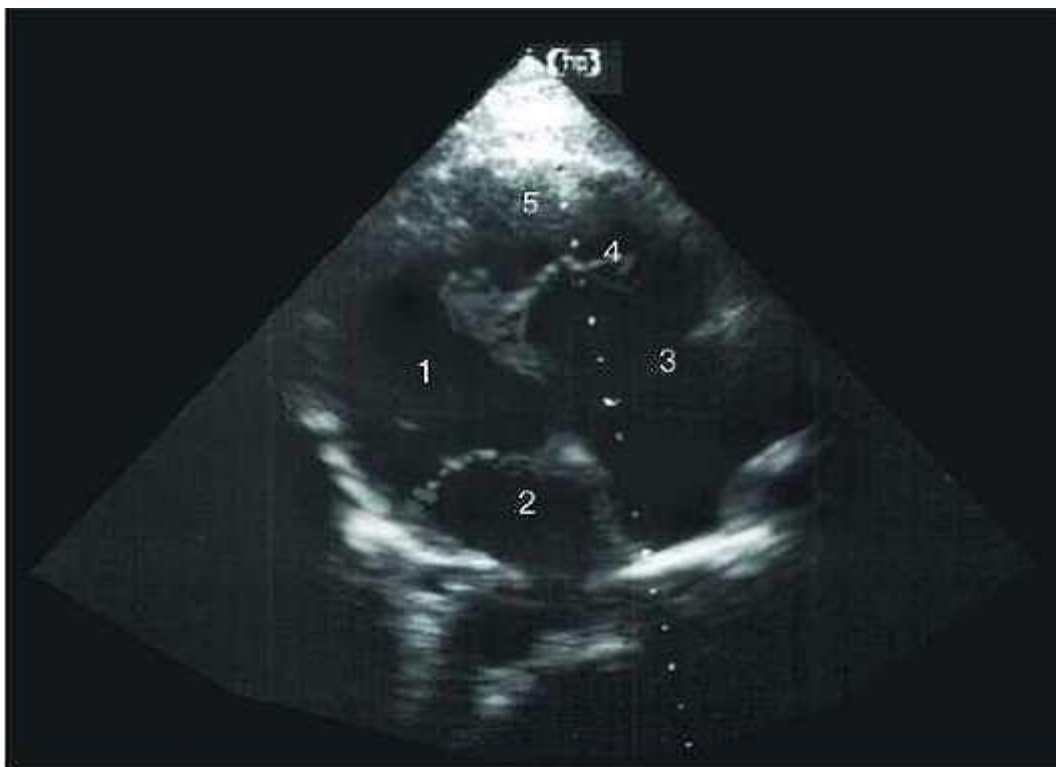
Эхокардиограмма при аномалии Эбштайна (двухмерный режим, четырёхкамерная позиция). 1 - левый желудочек; 2 - левое предсердие; 3 - увеличенное правое предсердие; 4 - трёхстворчатый клапан; 5 - правый желудочек.
